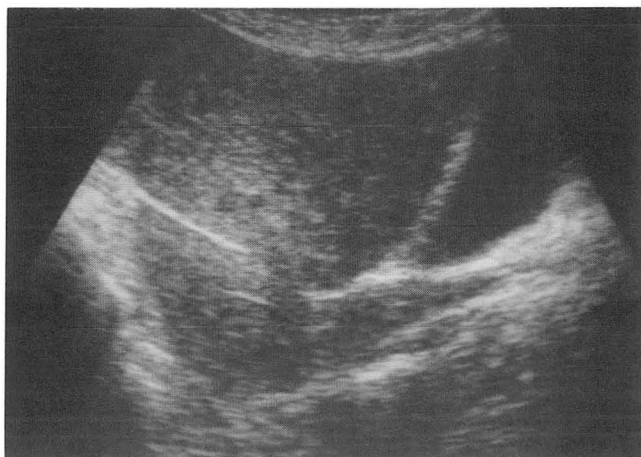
Longitudinal ultrasonogram of pelvis shows a well-defined homogeneous hyperechoic solid mass in the pelvic cavity, superior to the urinary bladder.
